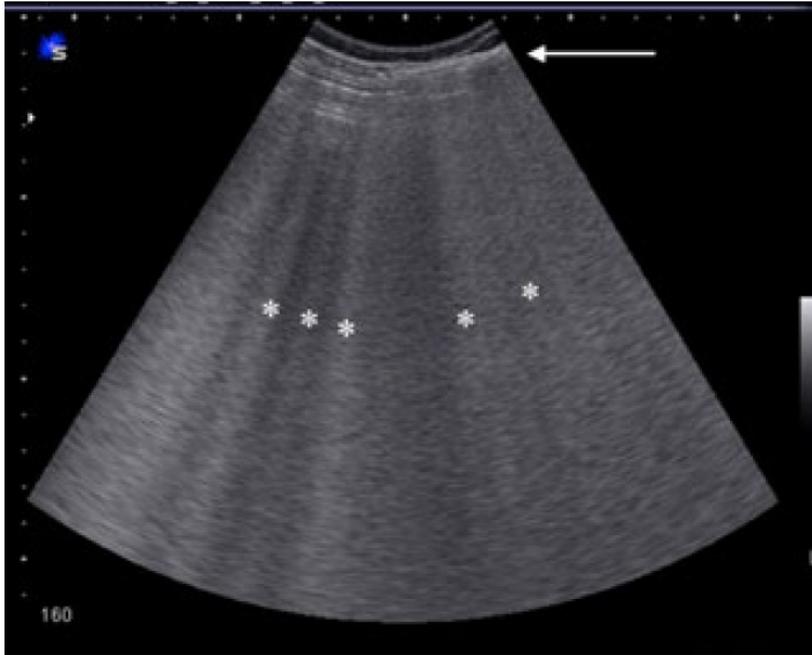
Lignes E (astérisques blanches) à départ de la peau (flèche blanche), masquant la ligne pleurale (tiré de Volpicelli, G., *Sonographic diagnosis of pneumothorax*. Intensive Care Medicine, 2010. 37(2): p. 230).
